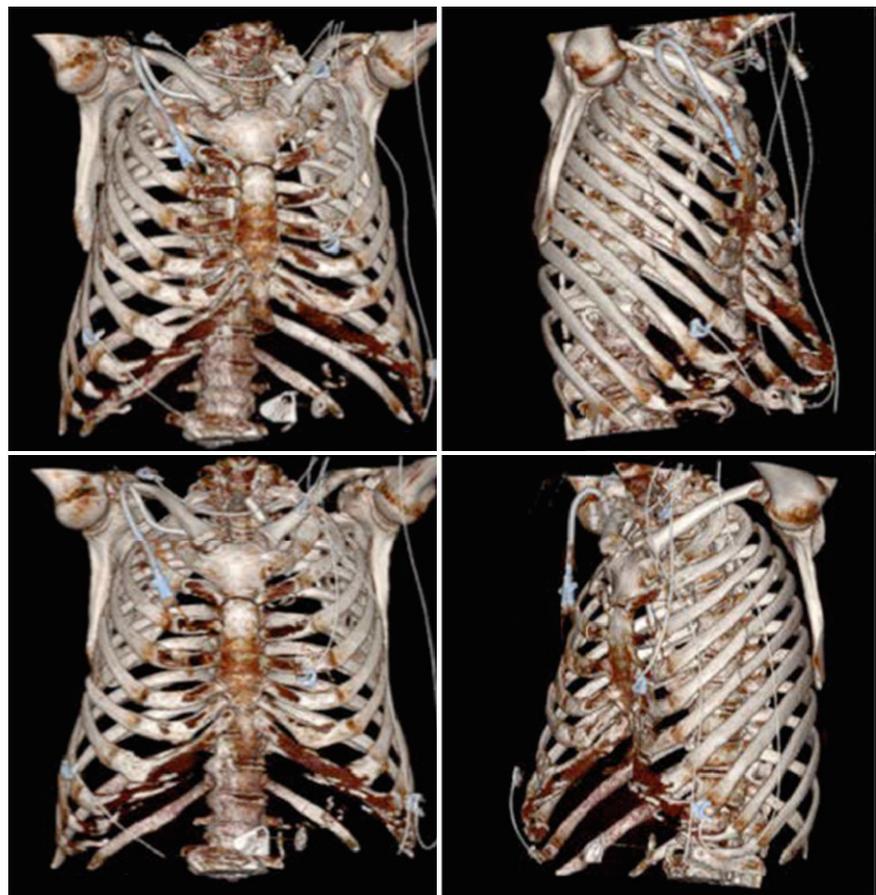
▲ Bei Patienten nach Herzdruckmassage können dislozierte und hoch instabile Frakturverhältnisse vorliegen. Dabei steht im Vordergrund, die Biomechanik derart wieder aufzubauen, dass der bereits länger bestehende instabile Thorax wieder ausreichend stabilisiert werden kann. Aufgrund der hämodynamischen Situation war eine frühzeitige Osteosynthese nach den wiederholten Reanimationen nicht möglich. Eine selbstständige Atmung war dem Patienten allerdings ohne Brustgurt nur für ca. 20 min möglich. Postoperativ konnte das Weaning unmittelbar beginnen und war innerhalb von 2 Tagen erfolgreich umgesetzt. 3-D-Rekonstruktion des CT(Computertomographie)-Thorax zur präoperativen Planung von zu versorgenden Frakturen, Schnittführung und Limitierung (s. Vorhofkatheter rechts, PEG[perkutane endoskopische Gastrostomie]-Sonde und Tracheostoma)
